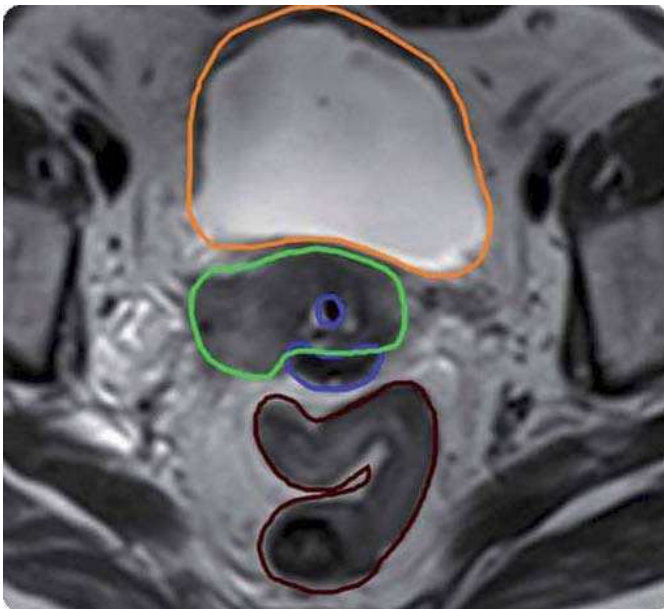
MRI zobrazení karcinomu děložního čípku
